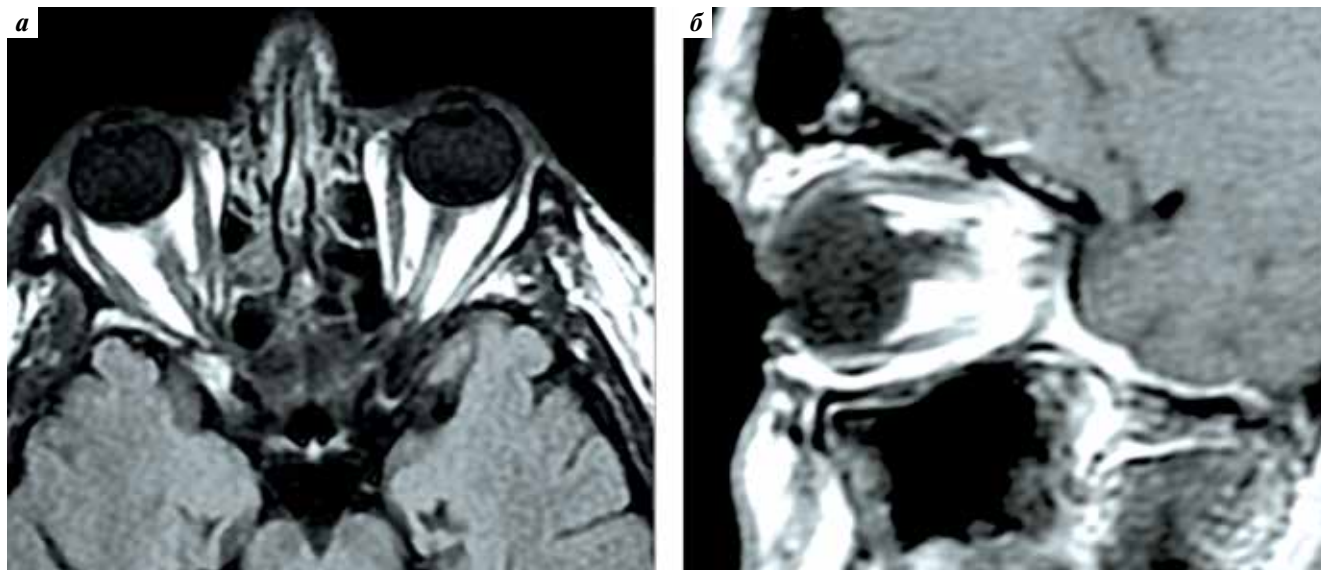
Магнитно-резонансные томограммы пациента В. в режиме T1 с контрастным усилением через 6 мес после тотального удаления кавернозной гемангиомы правой орбиты. Правый зрительный нерв декомпримирован: а — аксиальная проекция; б — сагиттальная проекция
